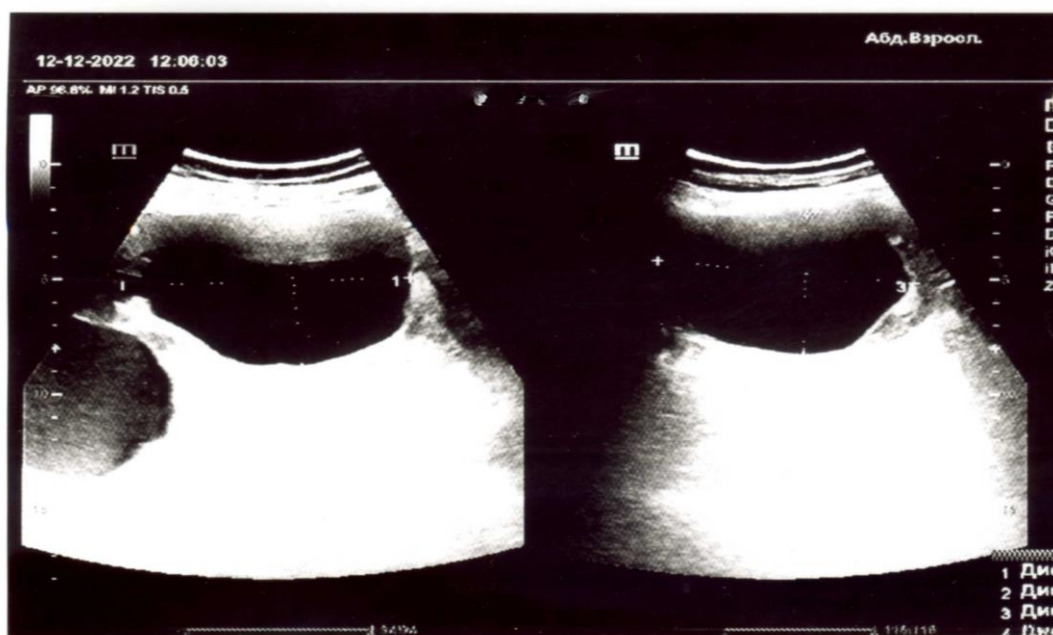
Сканограмма УЗИ больной К.Б. признаки хронического цистита.
